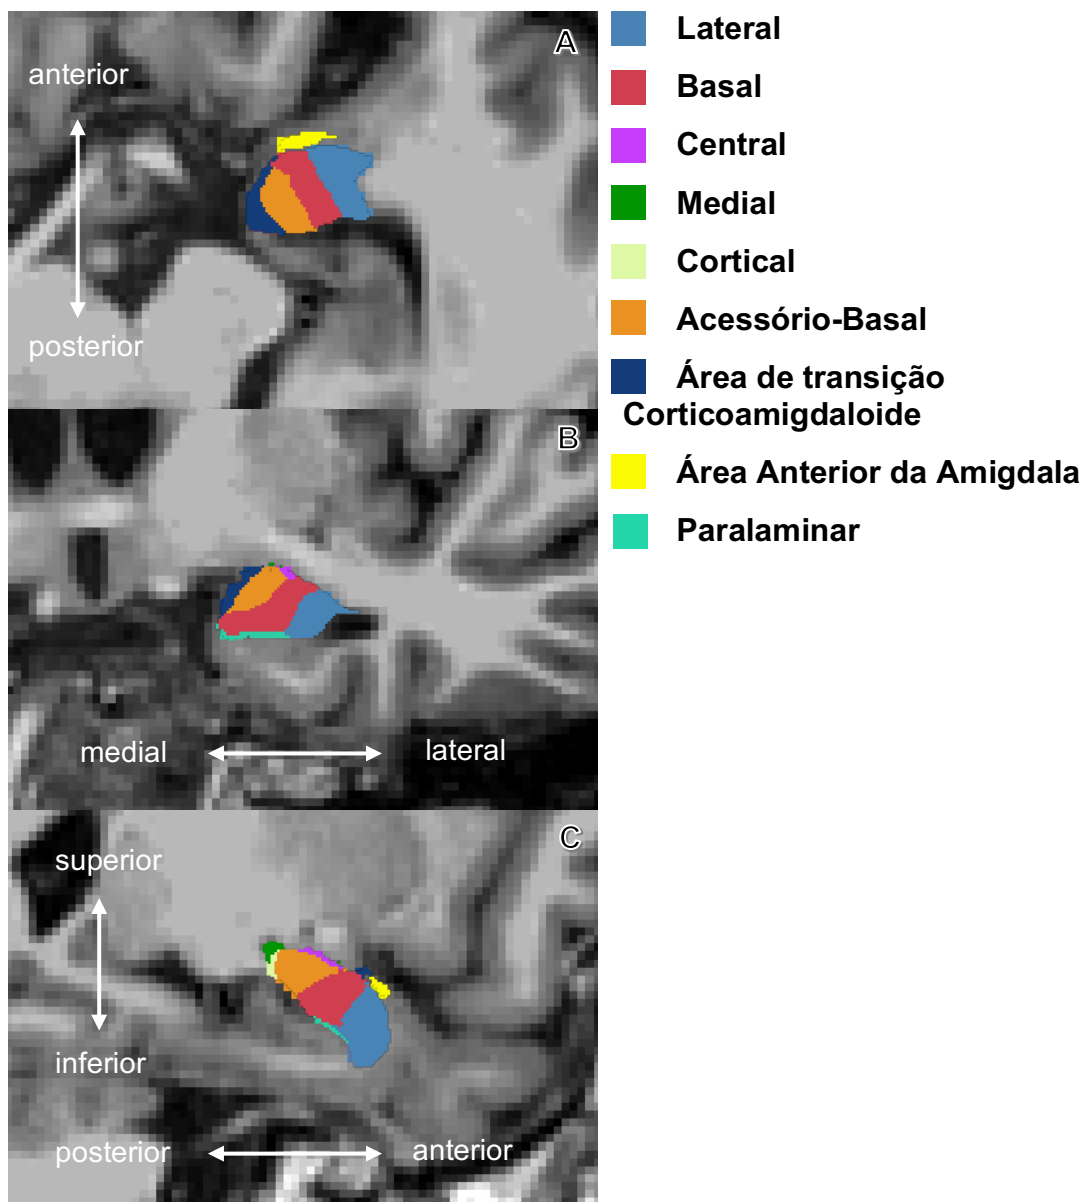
Segmentação in vivo dos núcleos da amígdala sobrepostos na imagem de RM anatômica ponderada em T1. (A) Axial, (B) coronal e (C) sagital. Cores diferentes representam núcleos específicos.
